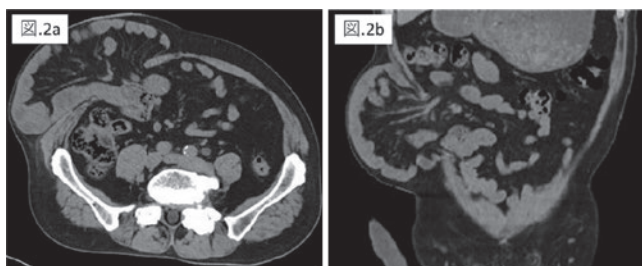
2b 術前CT：腹壁欠損部から小腸の脱出を認めた。
